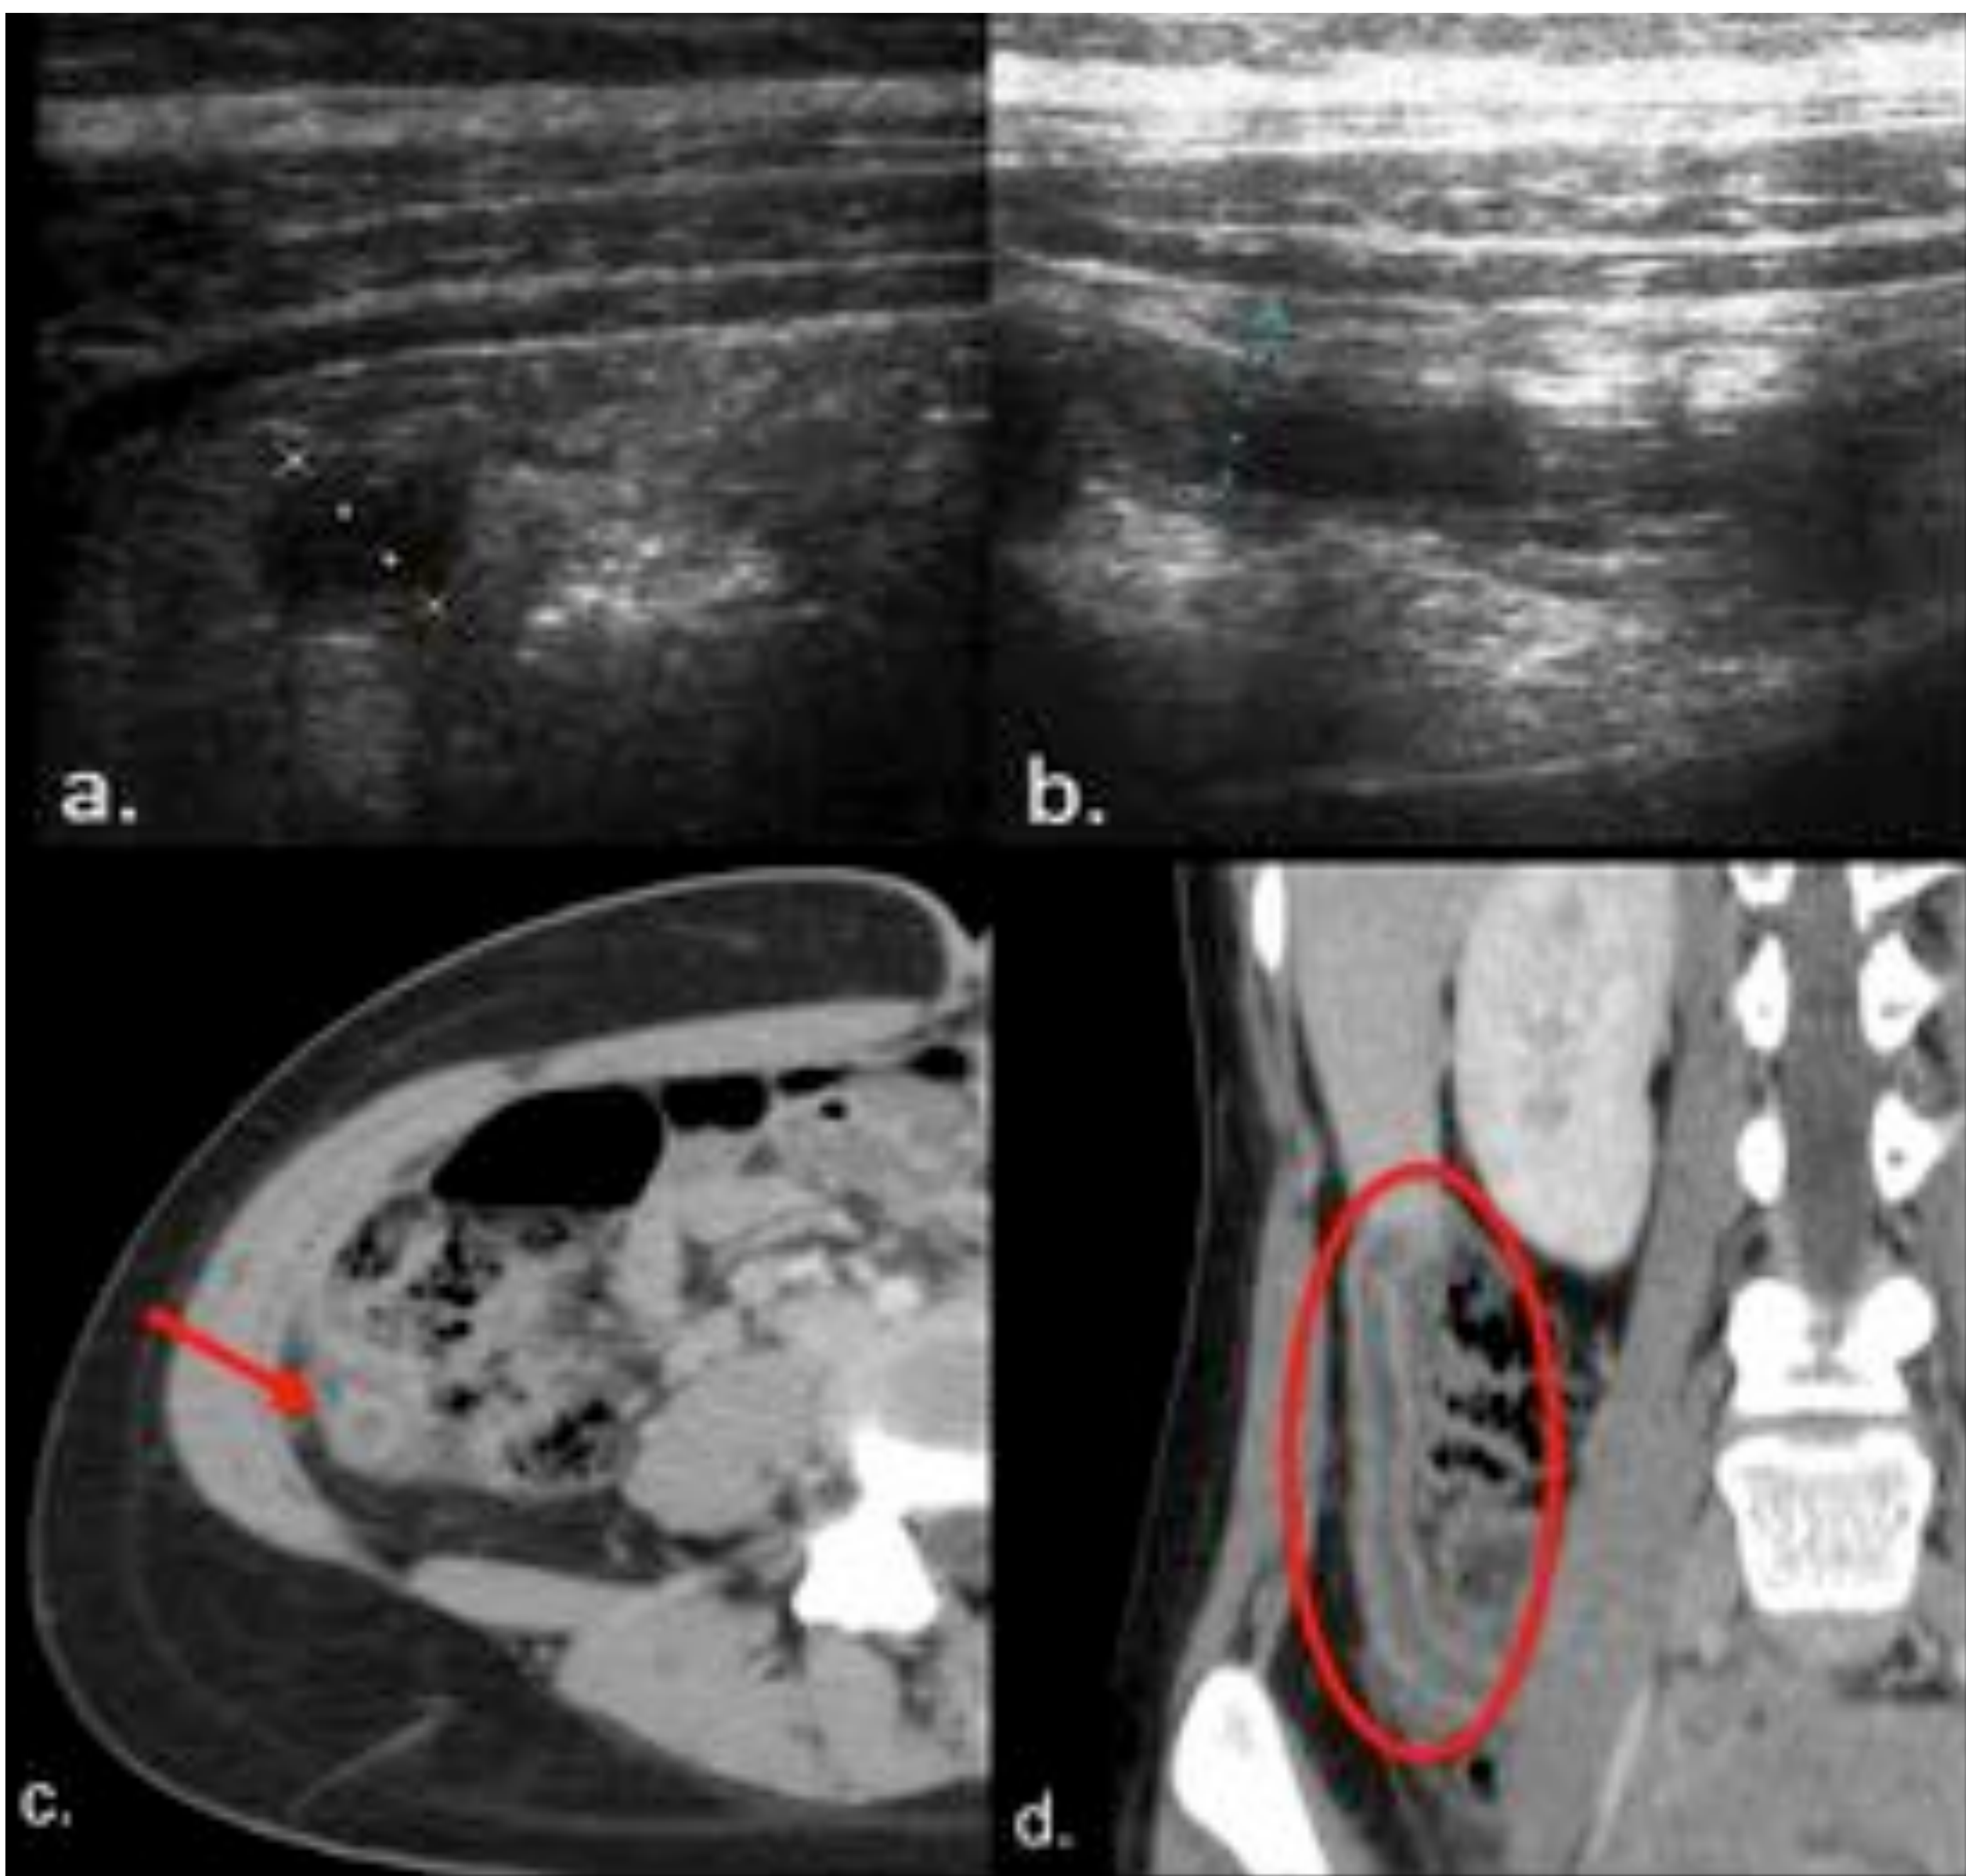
Trombosis de vena ovárica accesoria en puérpera de 15 años con dolor en flanco derecho. En la ecografía (a, b) se observa estructura tubular hipoecogénica en FID que se diagnosticó de apendicitis. En el TC se demostró vena ovárica doble trombosada (c, d).
